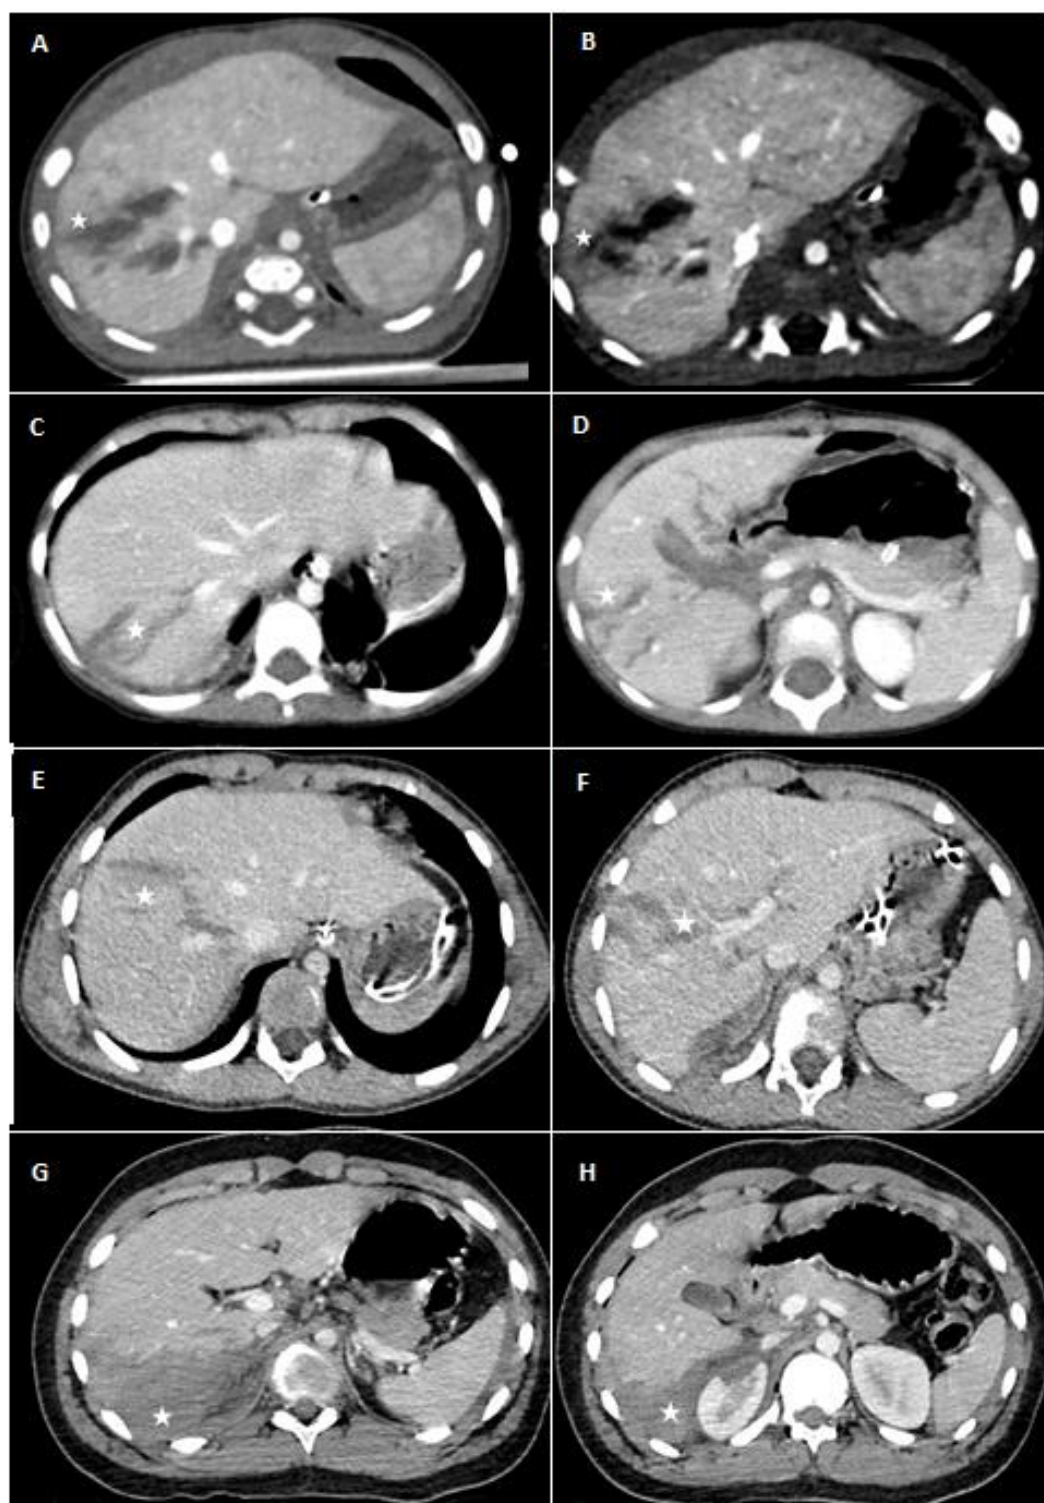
Imágenes de TAC con diferentes grados de trauma hepático A-B Paciente masculino de 1 mes de edad con trauma hepático grado II. C-D Paciente femenina de 3 años con trauma hepático grado III. E-F Paciente masculino de 9 años con trauma hepático grado IV. G-H Paciente masculino de 12 años trauma hepático grado V. (Estrella muestra el sitio de la lesión)
